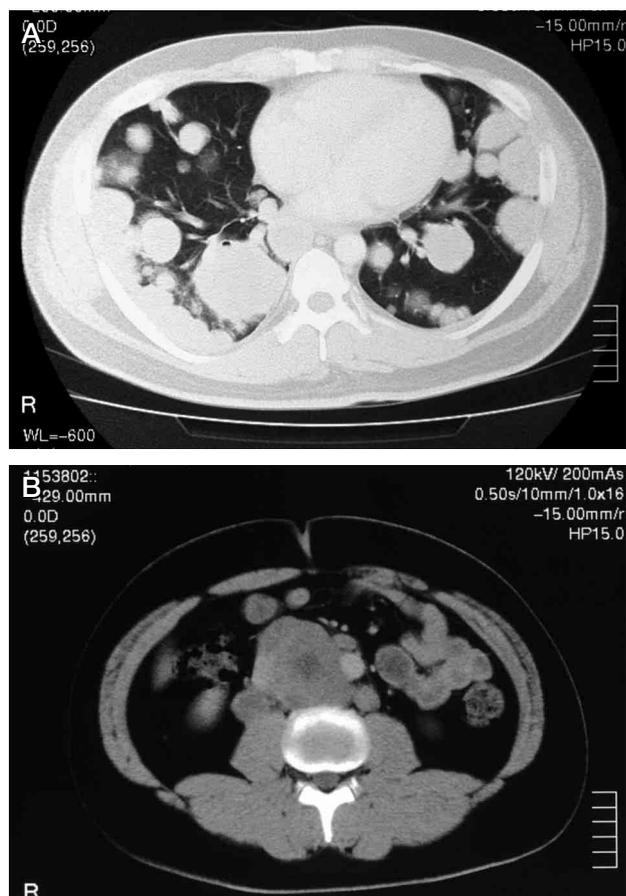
Computerized tomography showed multiple lung tumors (A) and retroperitoneal tumor mass (B).
